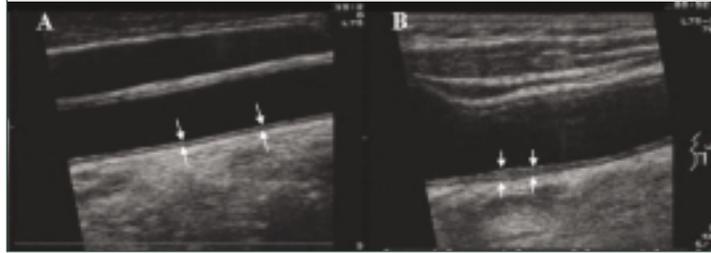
Corte transversal de la carótida común izquierda en la ecografía de alta resolución. Entre las flechas: A. Pared arterial de grosor normal. B. Aumento del grosor de la pared por depósito inicial de colesterol
